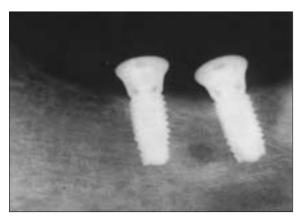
Radiographic image in 6 months after Avana implantation.
